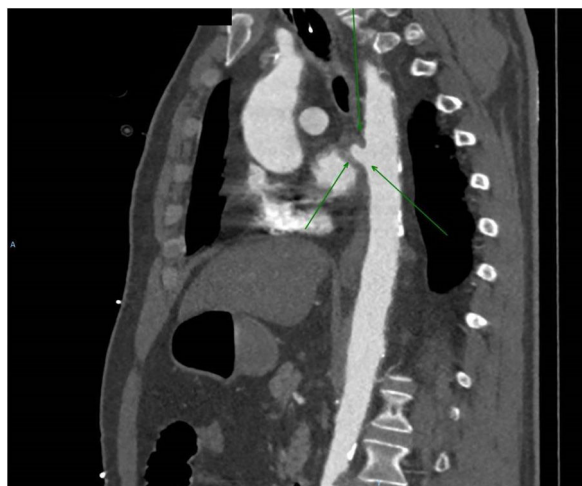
Tomografía computarizada (TC). Las flechas señalan la fistula aortoesofágica.
